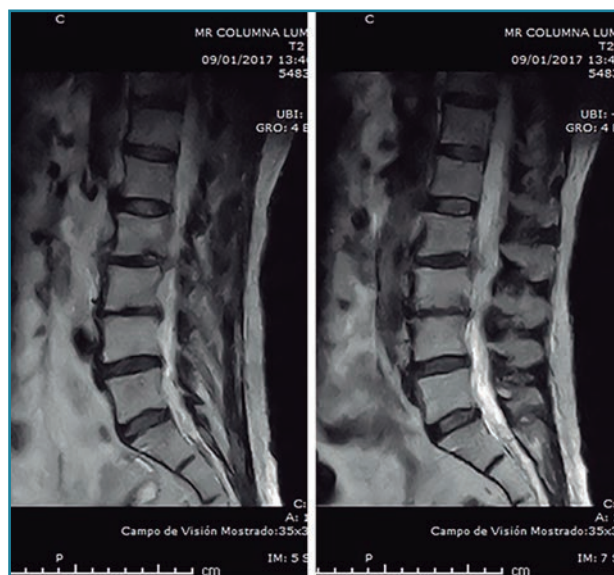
Resonancia magnética inicial realizada en el hospital de origen. Imagen de discopatía muy evolucionada con posible hernia L2/L3. Sagitales T2.
